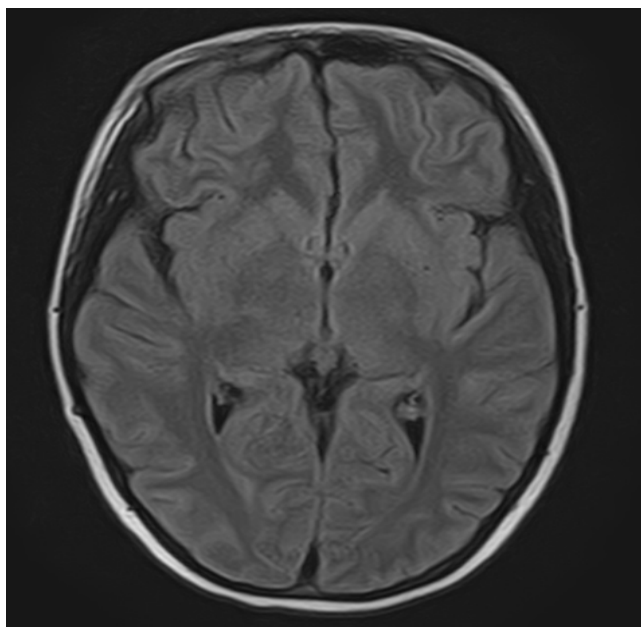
Признаки умеренного расширения субарахноидальных пространств по конвексительным поверхностям головного мозга по данным МРТ (30.12.2023 г.)
